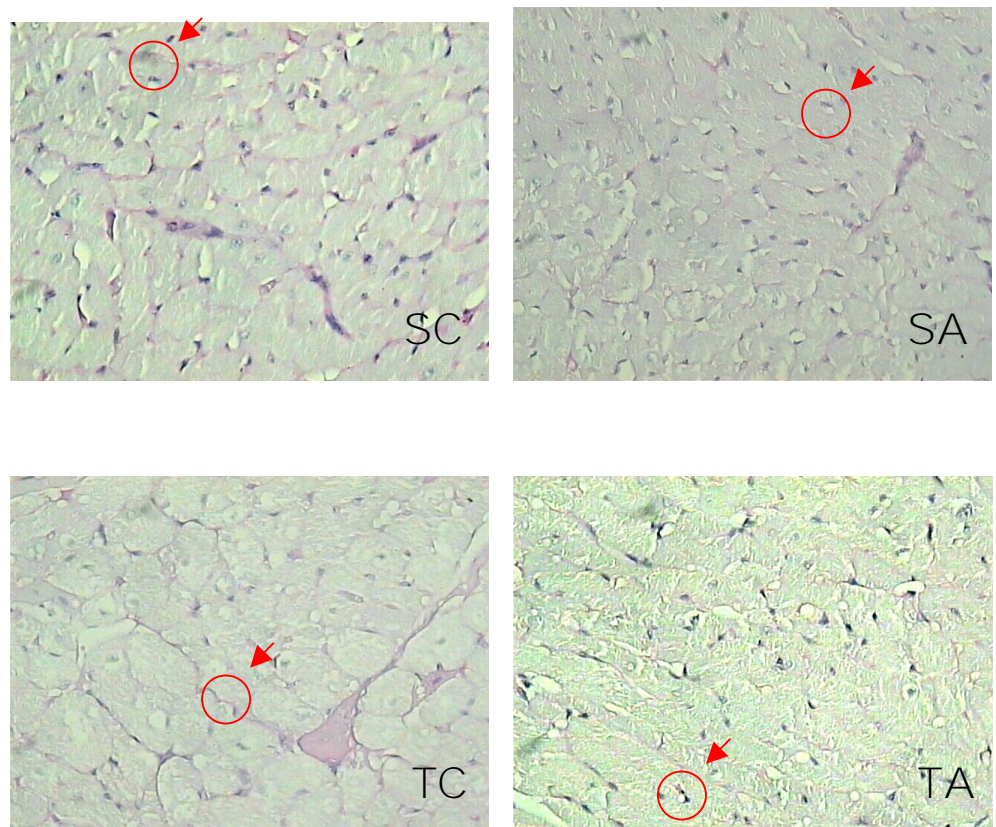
Fotos ilustrativas da densidade capilar cardíaca nos quatro grupos estudados. Visualização em microscópio óptico utilizando objetiva de imersão com aumento de 400x. Sedentário Controle (SC), sedentário tratado com esteróide anabolizante (SA), treinado controle (TC) e treinado tratado com esteróide anabolizante (TA).
